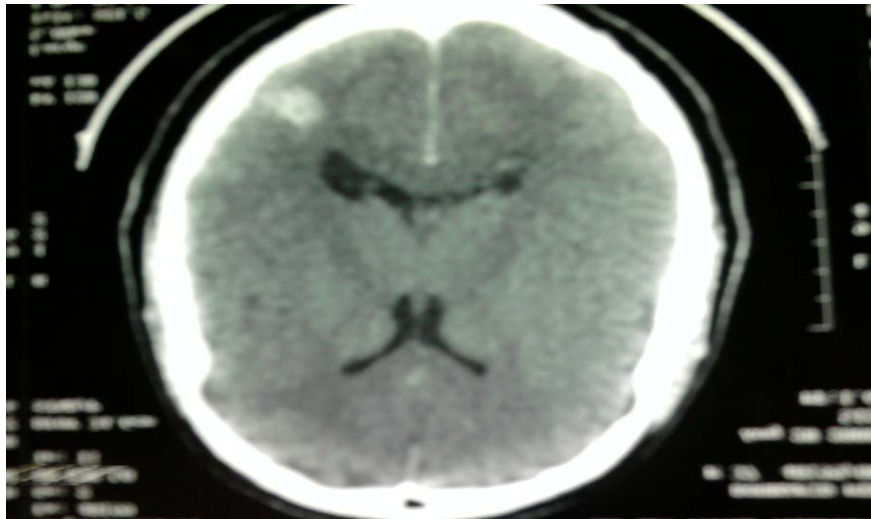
TDM en coupe axiale sans injection du PDC montrant une image nodulaire de 20 mm spontanément hyperdense frontale droite (service de Radiologie du CHU MED VI).
